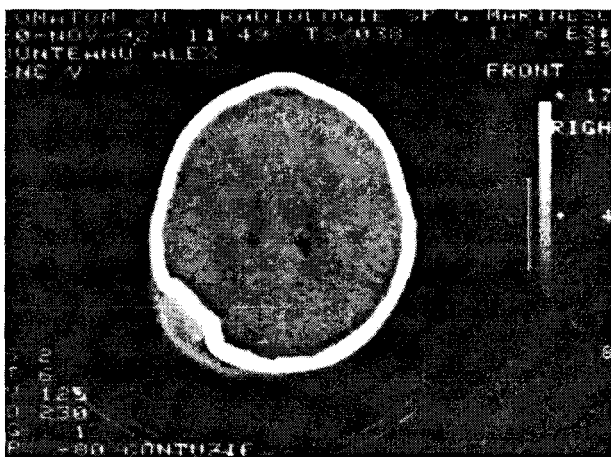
CT-scan: se constată o fractură craniană multieschiloasă, depresivă, în regiunea parietală posterioară stângă, cu hematom extradural minim subiacent.
